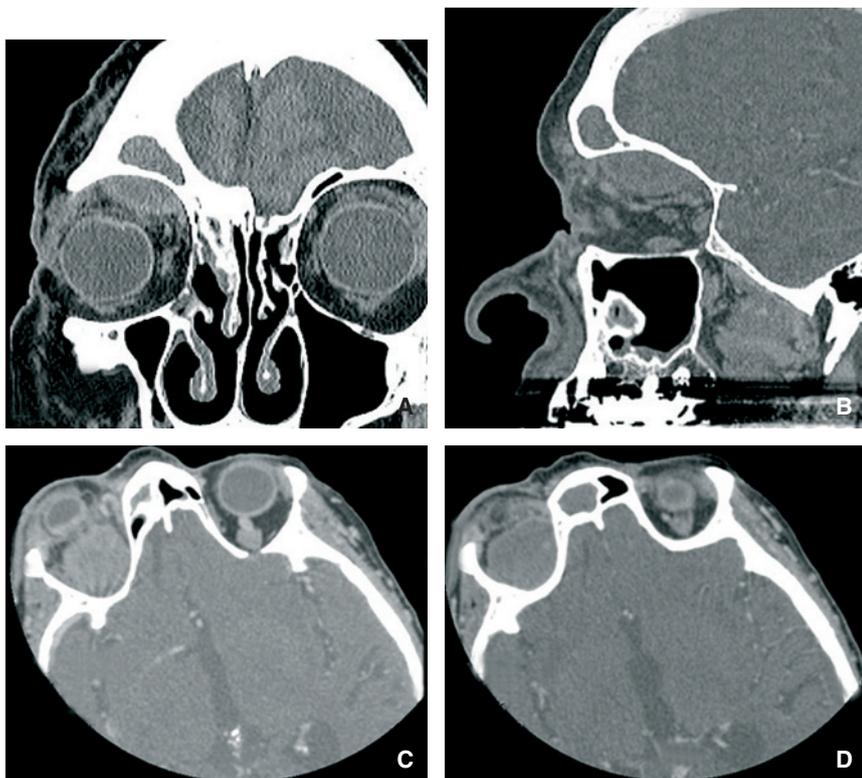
Rinosinusitis aguda frontal derecha complicada. Tomografía computarizada que muestra una ocupación completa del seno frontal derecho, así como una imagen biconvexa de absceso orbitario subperióstico que rechaza el globo ocular (A-D).
